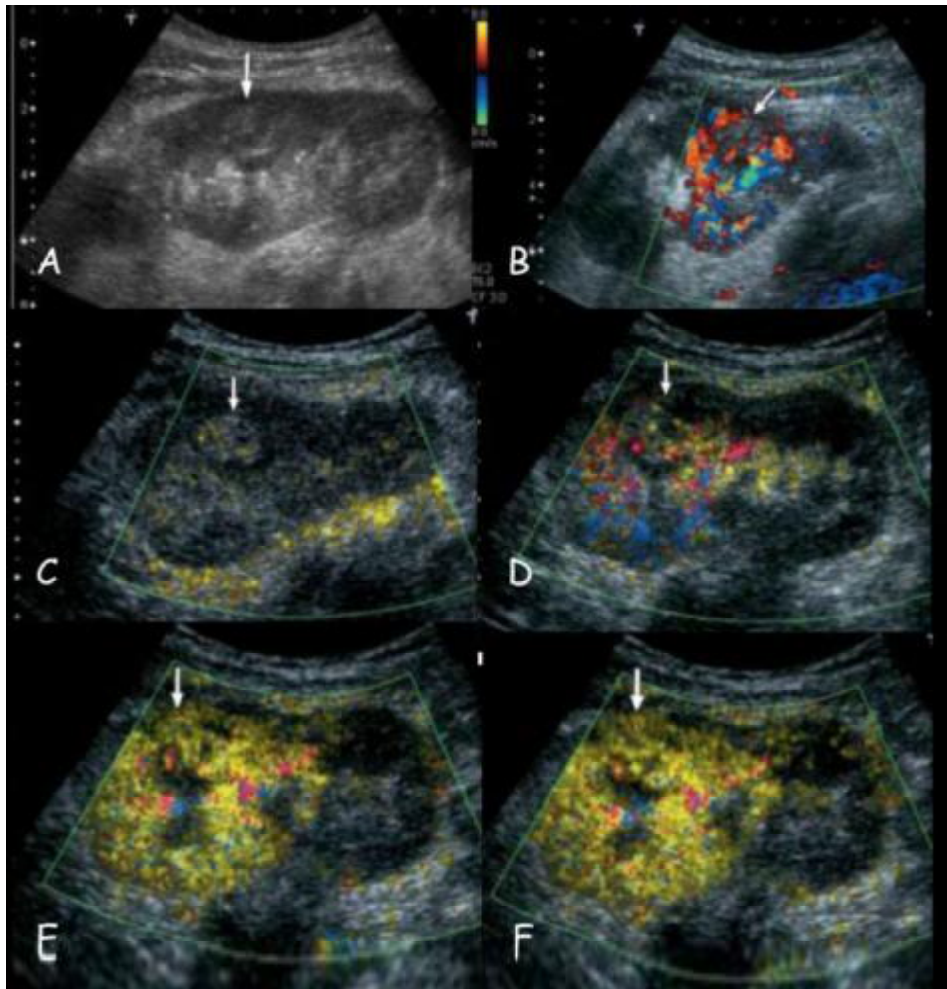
Aspect échographique d'un adénocarcinome rénal [348]. A: petite masse discrètement échogène du tiers moyen du rein. B: en doppler couleur, la masse apparaît comme un petit défaut de perfusion. CD: Mode reconnaissance vasculaire avant injection. EF: Après injection.
